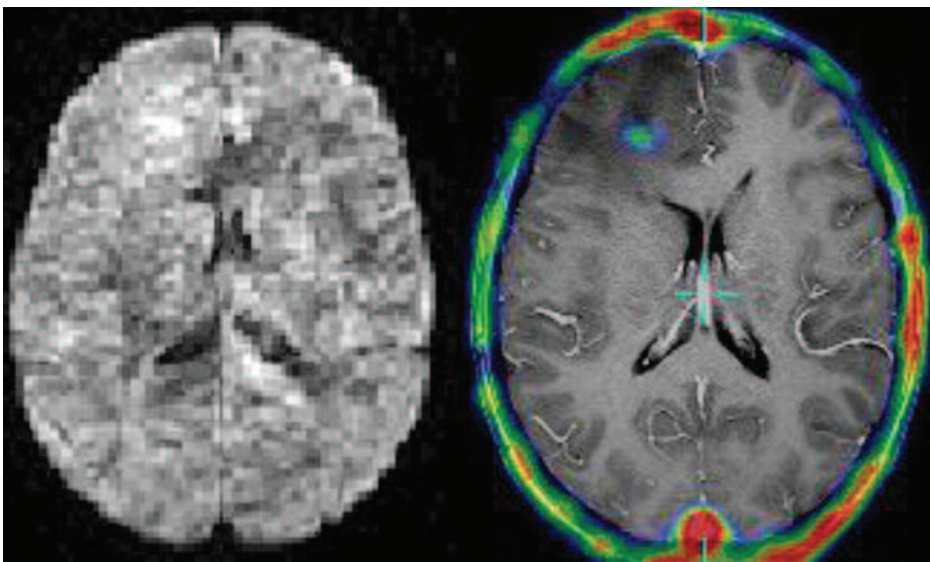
Представлені дві аксіальні томограми головного мозку пацієнтки К.: ліворуч — дані дифузійної МРТ, праворуч — дані ОФЕКТ. У правій лобній частці визначається ділянка різко гіперінтенсивного МР-сигналу, що збігається із вогнищем гіперфіксації РФП
